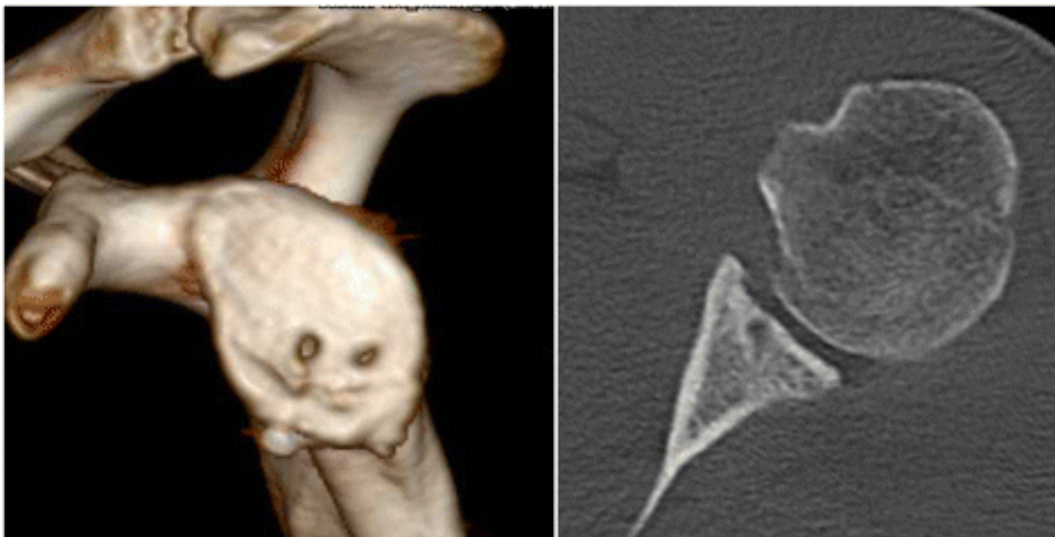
CT-Aufnahme der Cavitas glenoidalis desselben Patienten 1 Jahr postoperativ, sichtbar ist das "remodeling" vor allem im Bereich des refixierten Glenoidfragments [77]
